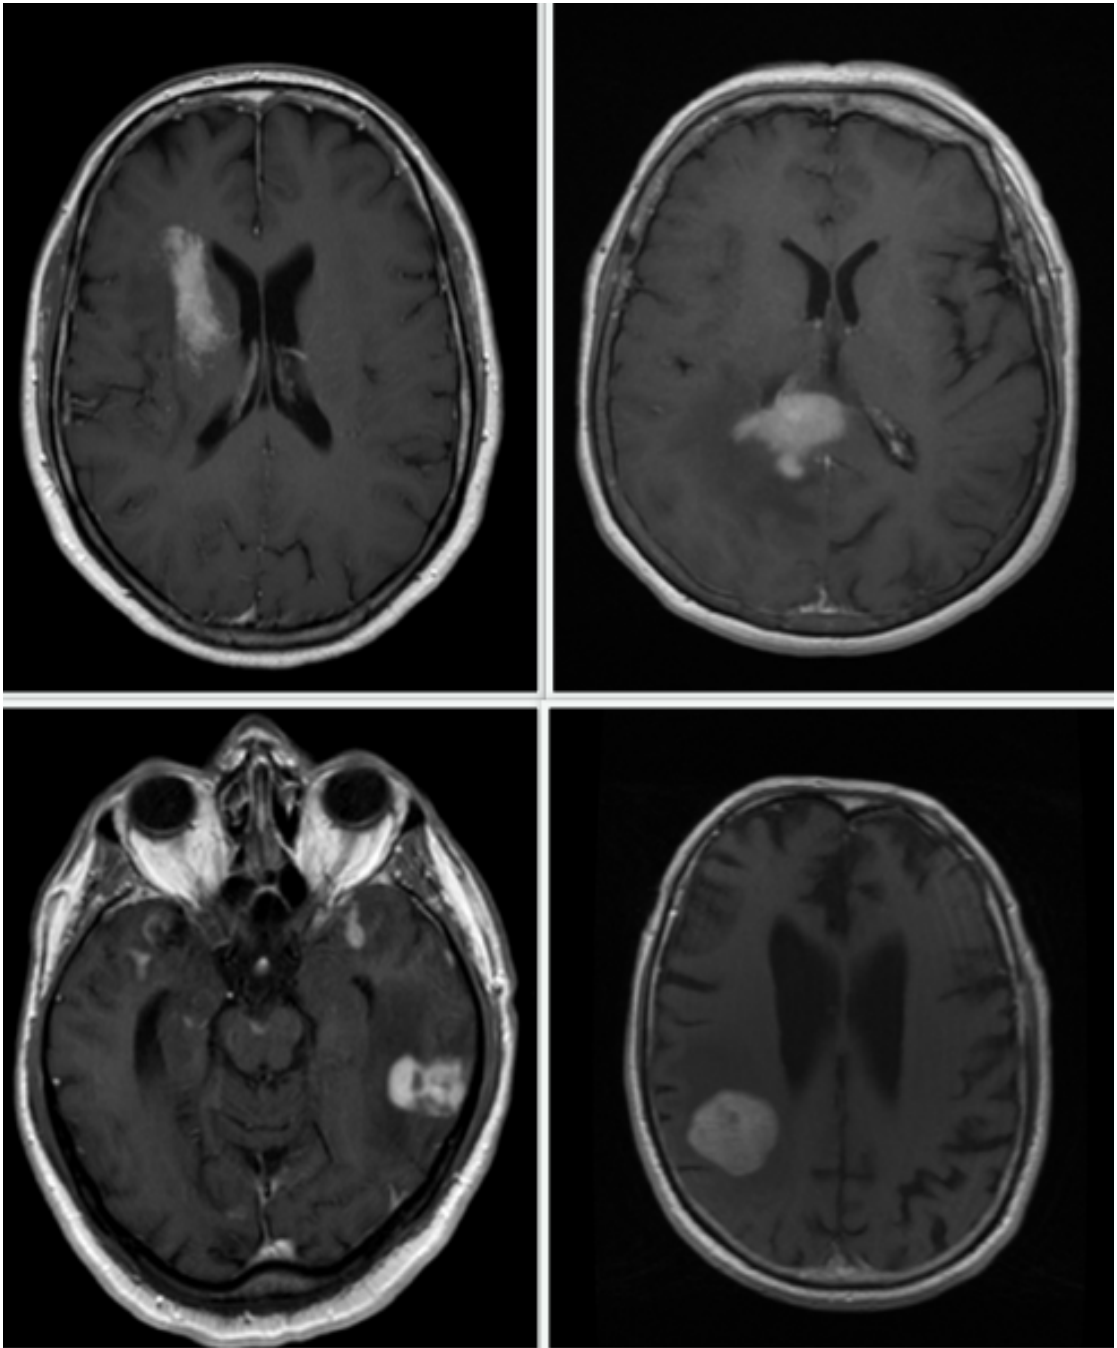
immagini di MRI di quattro pazienti differenti affetti da linfoma cerebrale
